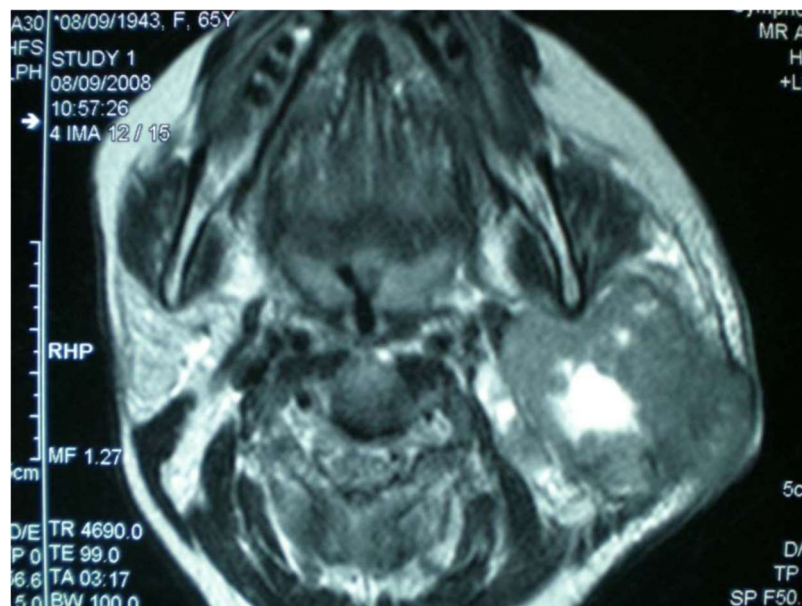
IRM cervicale en coupes axiales en séquence pondéré T2 montrant une volumineuse tumeur parotidienne gauche avec signal hétérogène en T2, et infiltration musculaire et cutanée.
